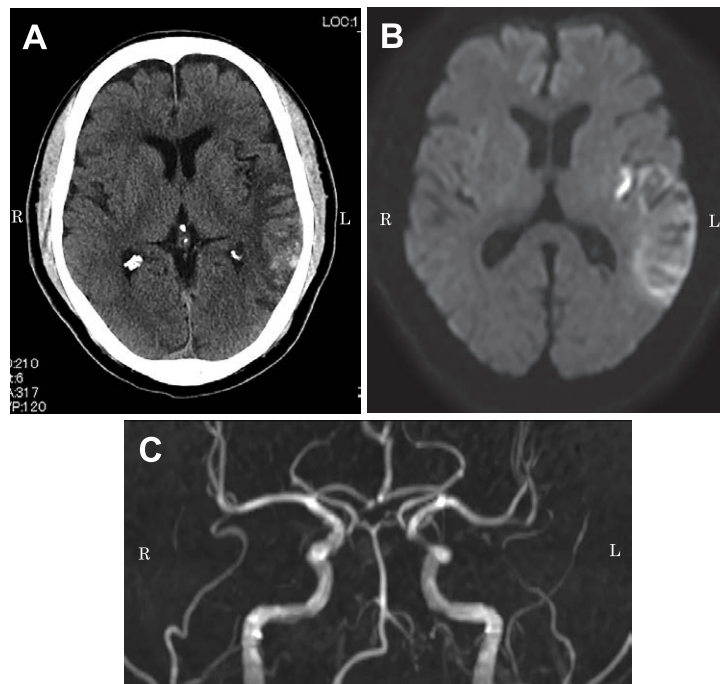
Brain CT and MRI findings on admission on day 1, Case 2.
